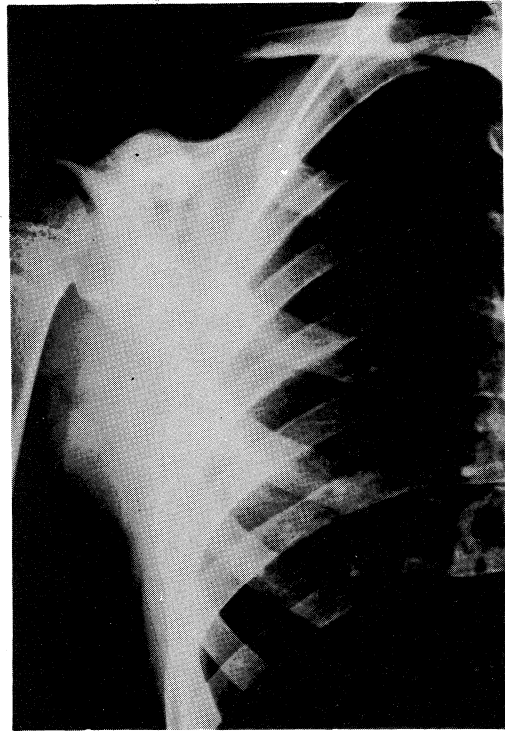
Roentgenogram showing a reduced osteolytic lesion (5 months after open-biopsy).
